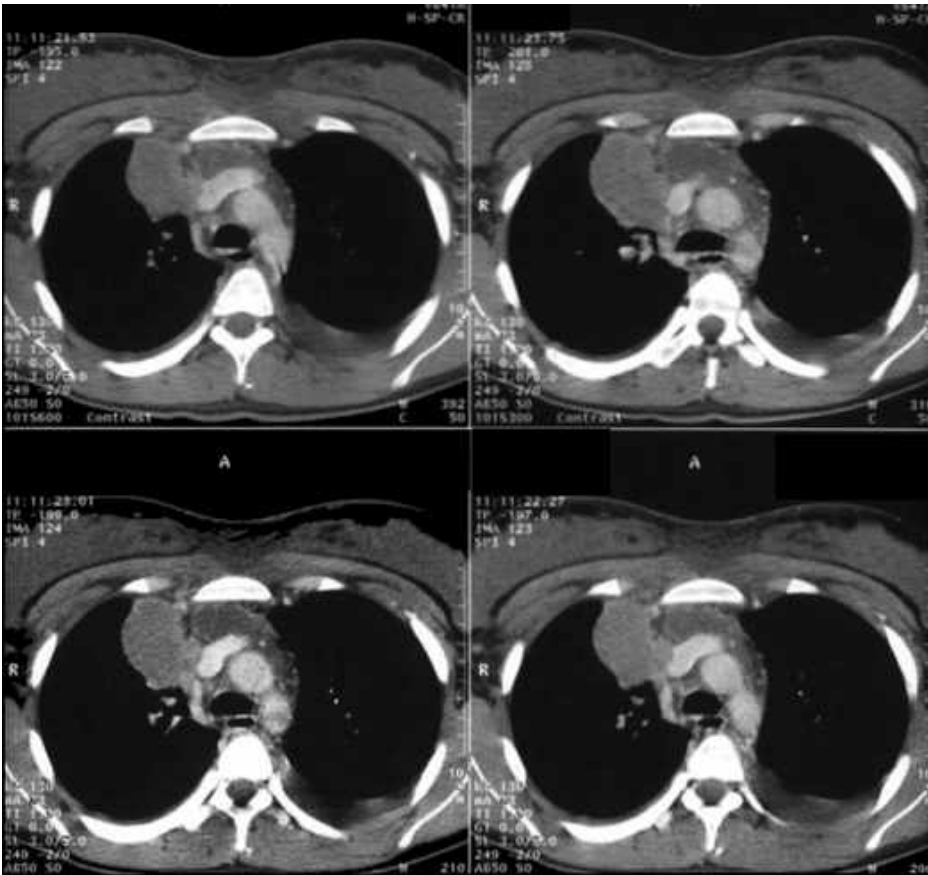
На серии спиральных компьютерных томограмм, выполненных в условиях болюсного контрастирования сосудов, видно заполнение контрастом расширенной ВПВ и ретроградный сброс контраста в непарную вену (III тип обструкции ВПВ по Stanford и Doty).
